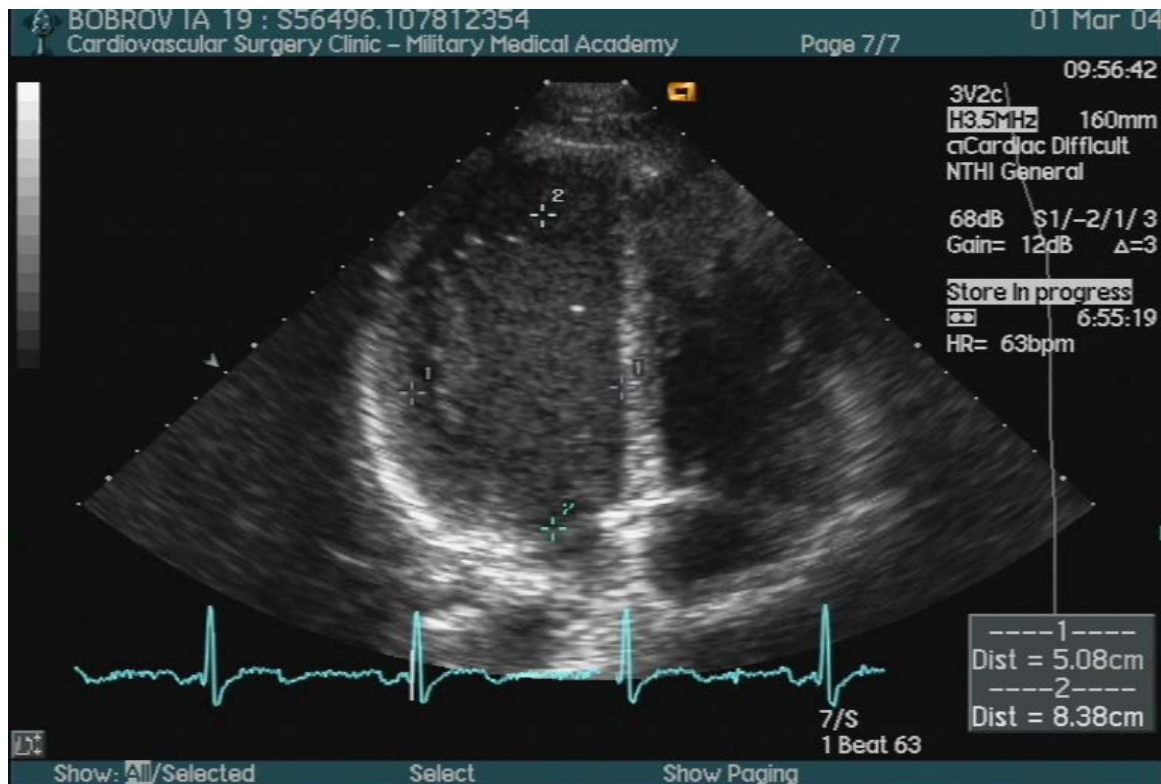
Эхокардиограмма спортсмена А-в. 1-разряд, возраст – 19 лет, вид спорта – вольная борьба, стаж занятий – 8 лет
